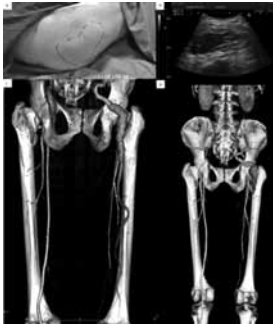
Physical examination, superficial and Doppler ultrasonography (USG) and computed tomography (CT) present persistent sciatic artery (PSA). (a) The pulsatile mass on the patient's right hip (dotted line). (b) Doppler USG revealed a large mass of 100.7x43.8 mm originating from a vascular structure. (c) 3D reconstruction of the CT images which studied 3 years ago, demonstrated a complete PSA with incompletely developed femoral arteries and an aneurysm 66 mm in diameter at the level of the posterior aspect of the trochanter major of the femur (Posterior view). (d) 3D reconstruction of the CT images demonstrated a complete occlusion of the distal segment of the PSA.
